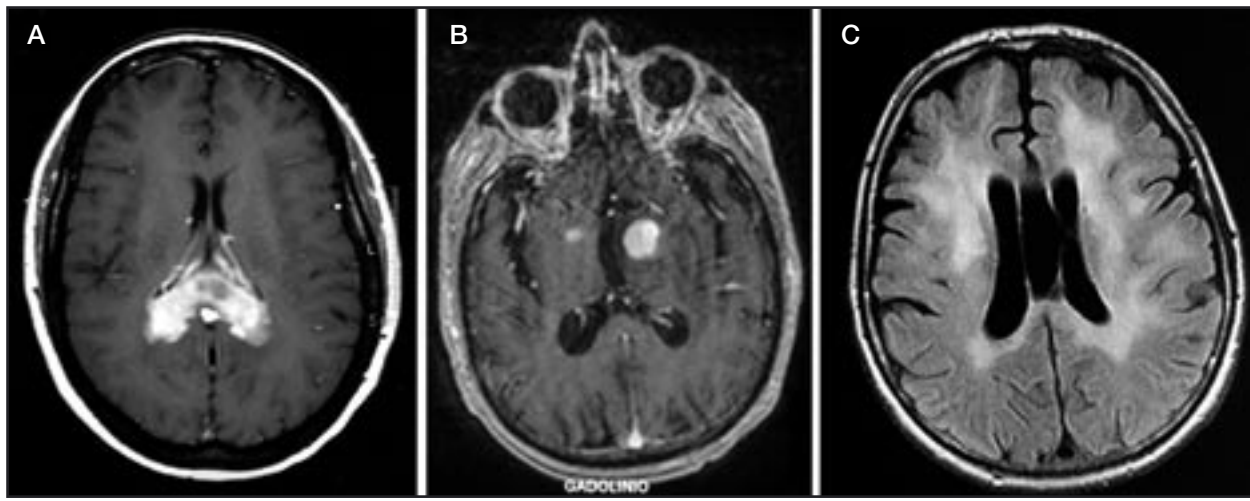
Imágenes de RM cerebral de pacientes con distintas formas de presentación de LCP. En secuencias potenciadas en T1 el LCP se presenta como masas que captan gadolinio de forma intensa de predominio periventricular (a) o revelando mas de una lesión (b). Raramente el LCP se presenta como una lesión difusa infiltrativa que no produce efecto de masa mostrándose como una afectación inespecífica de la sustancia blanca en secuencias potenciadas en T2 (c).
